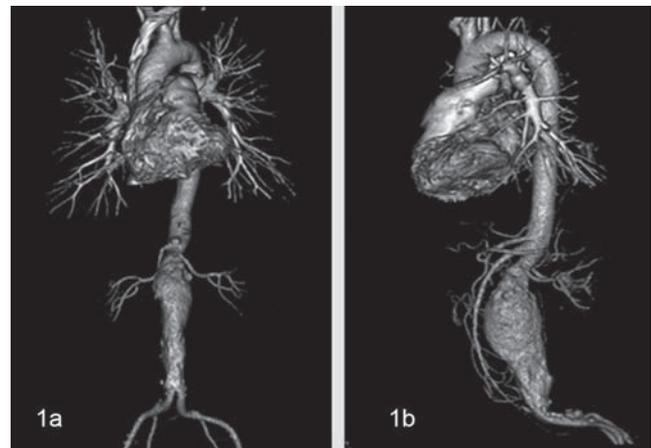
Angiotomografía: reconstrucciones 3D utilizadas en la realización de mediciones para el TEVA. a) Vista anteroposterior de aorta completa hasta arterias ilíacas, se aprecia aneurisma aórtico y visualización de arterias renales; b) Vista lateral de aorta completa con aneurisma aórtico en donde son visibles las arterias renales, el tronco celíaco y la arteria mesentérica.
